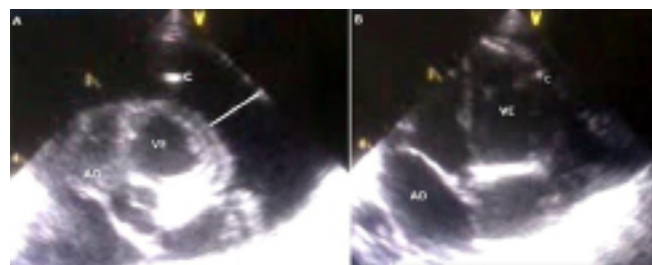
Ultrassonografia point of care no derrame pericárdico. A- aspecto ultrassonográfico ao início da pericardiocentese, observando-se colapamento do átrio direito e grande acúmulo de líquido no espaço pericárdico, onde se localiza; B- aspecto ao final da pericardiocentese, com AD não colabado e discreta quantidade residual de líquido pericárdico; C- cateter no espaço pericárdico para realização da pericardiocentese; AD- átrio direito; VE- ventrículo esquerdo.
